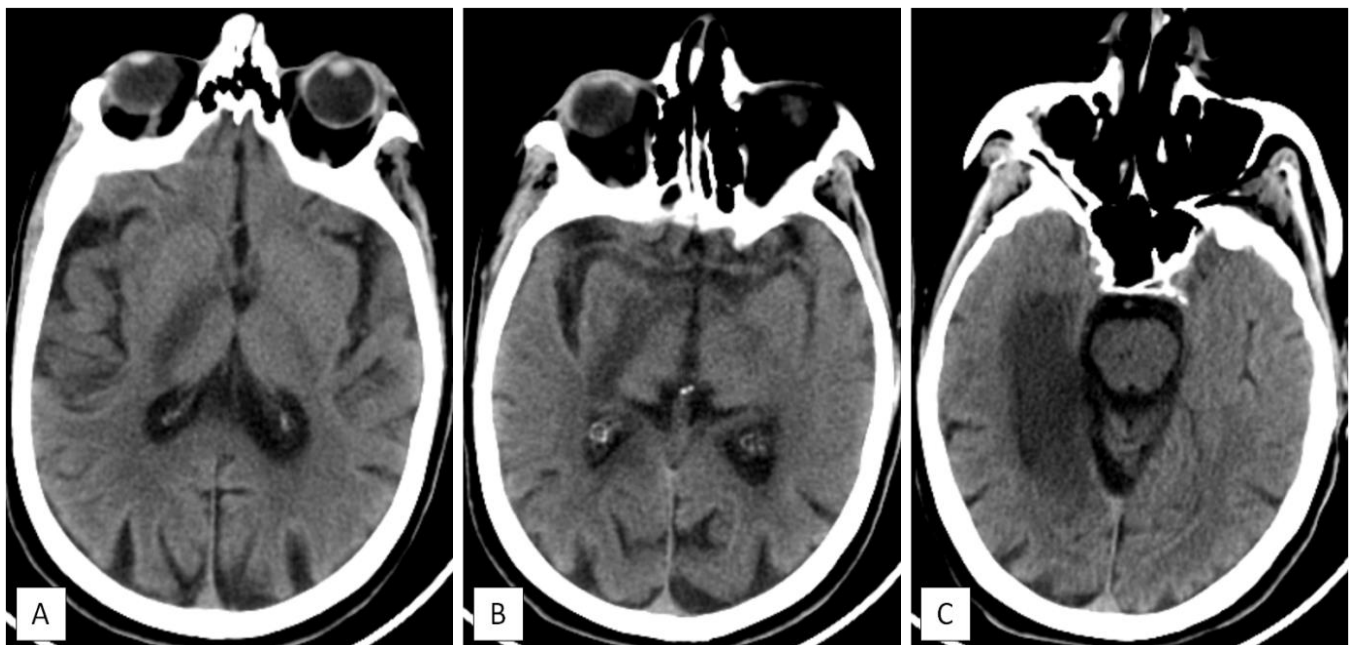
La TDM cérébrale sans injection de PDC montre la présence d'une plage hypodense du bras postérieur de la capsule interne droite (territoire de l'artère choroïdienne antérieure) (A, B) ainsi que d'une plage sous corticale temporale interne (territoire de l'artère cérébrale postérieure) (C).
